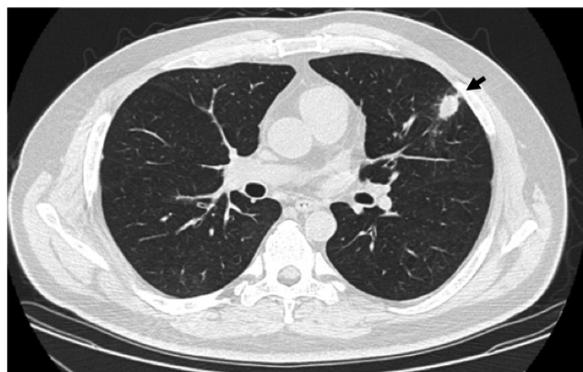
The CT findings of the nodule on the left upper lobe (arrowed)
